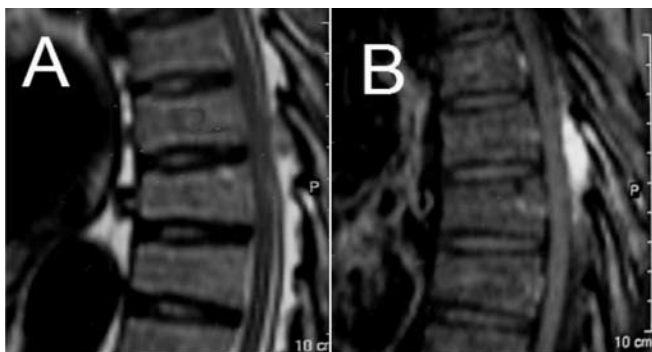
Ressonância da coluna evidenciando formações extradural e extramedular em projeção epidural posterior em T7 e T8 com hipossinal em T1 (A) e hipersinal em T2 (B).
